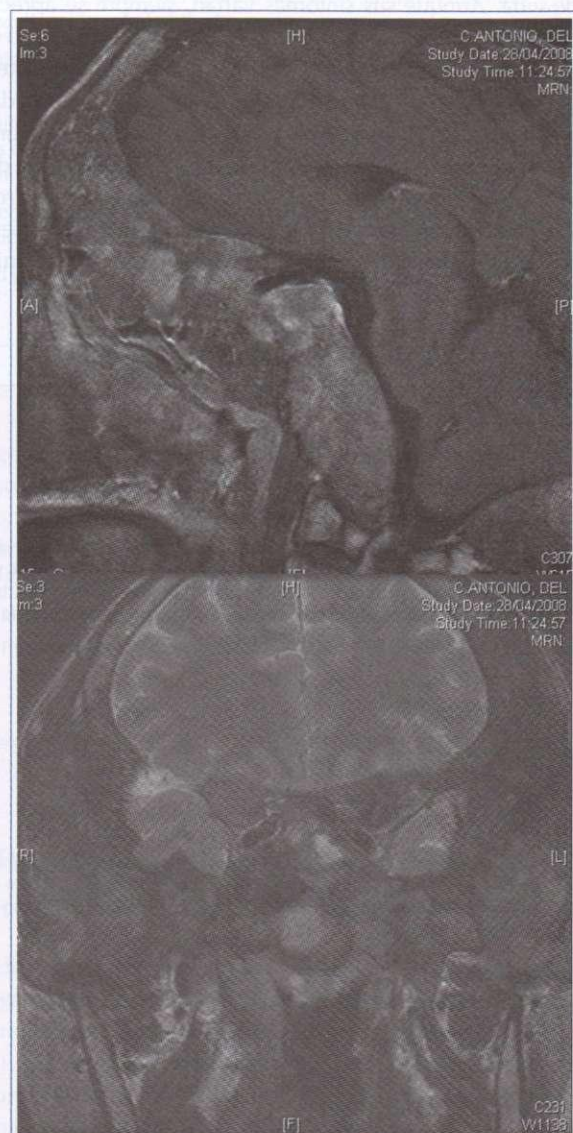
RM con lesiones mixtas sólido-quística en cráneo (displasia fibrosa en McCune-Albright)
